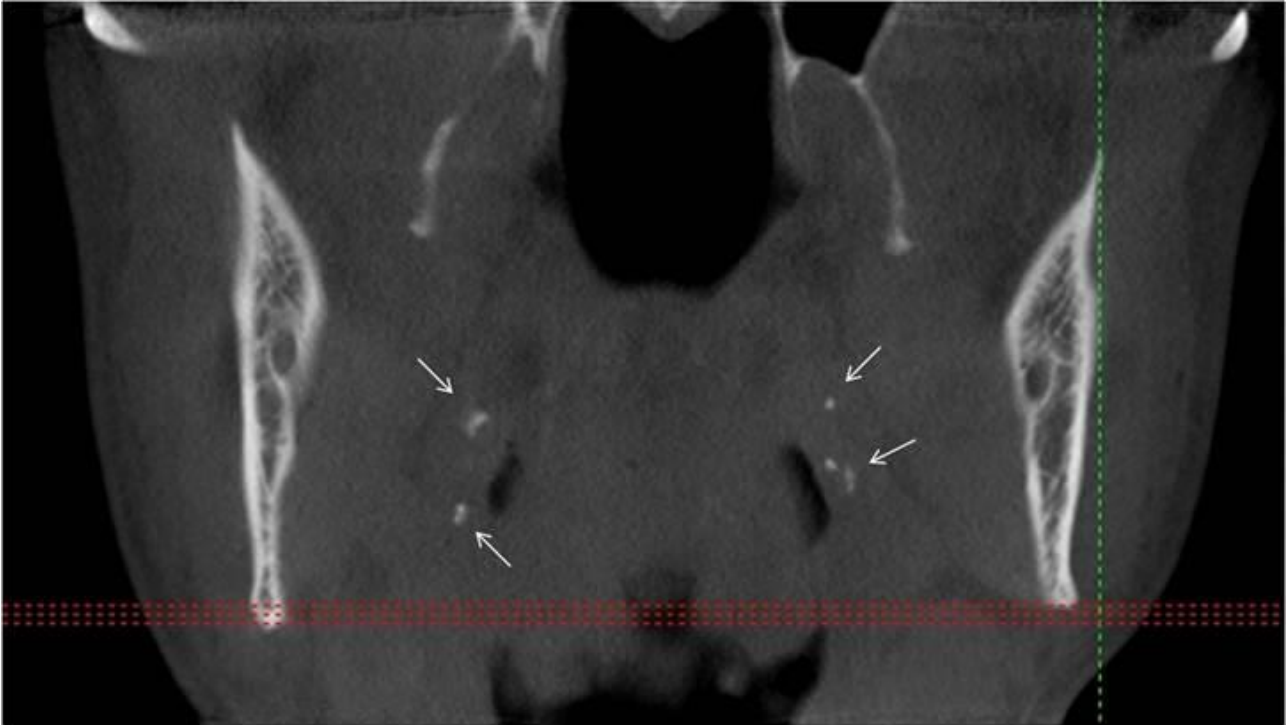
Multiple palatine tonsilloliths are shown with arrows in coronal CBCT image
